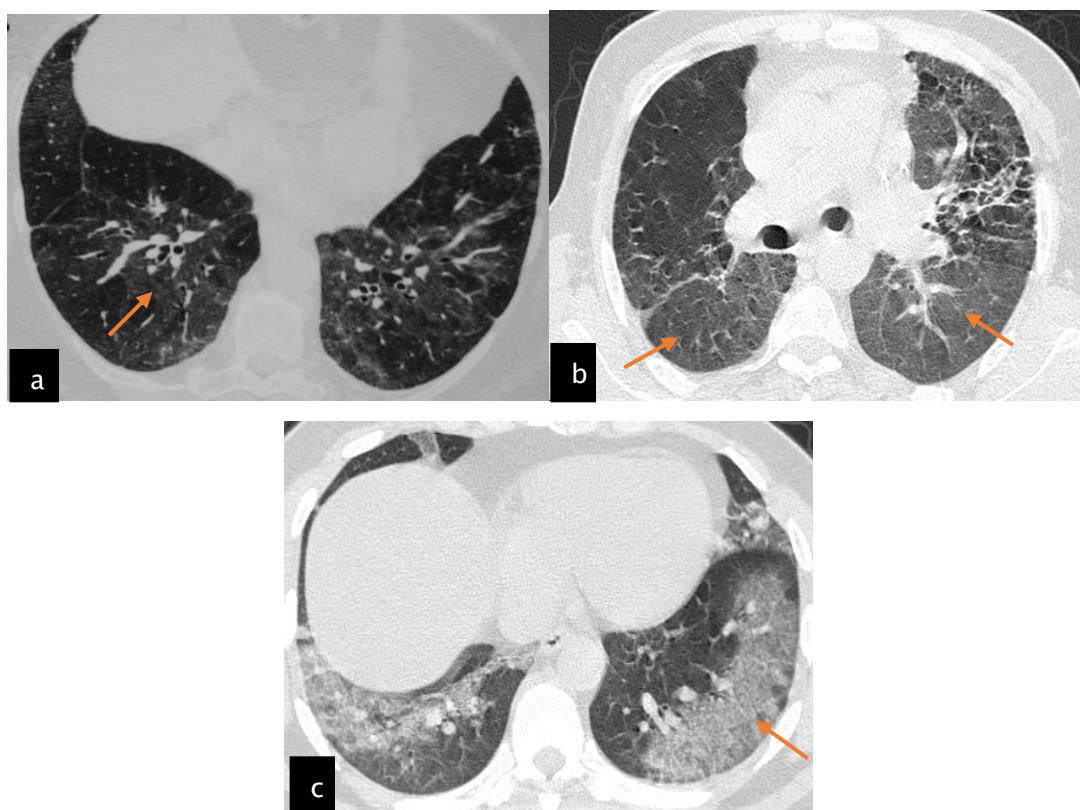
(a, b, c) TDM en coupe axiale montre un verre dépoli (flèches orange).
